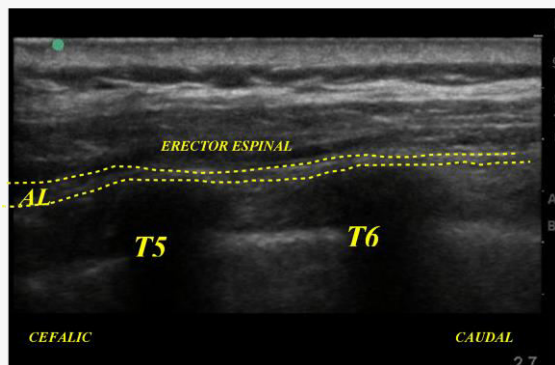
Sonografía anatómica del bloqueo del erector espinal, evidencia el esparcimiento del anestésico local (AL) en el plano
